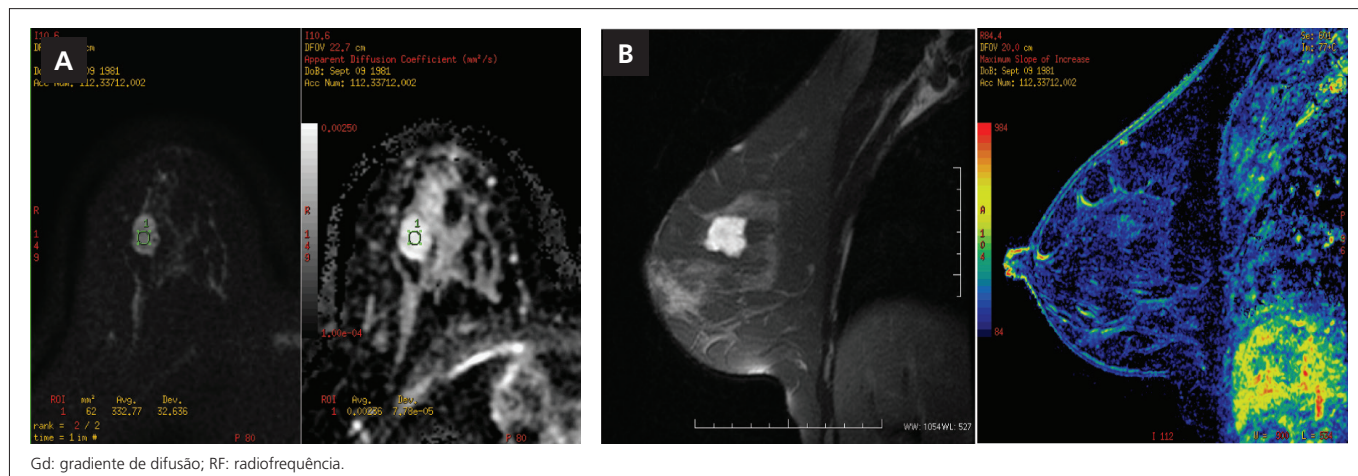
Diagnóstico de carcinoma mucinoso, lesão com possível interpretação de benignidade. (A) Ao lado esquerdo, a sequência de difusão com B=750; ao lado direito, o mapa coeficiente de difusão aparente com média de intensidade de sinal igual a $2,4 \times 10^{-3}$. (B) Ao lado esquerdo, imagem sagital T2; ao lado direito, o mapa perfusional. Imagens gentilmente cedidas pelo serviço de ressonância magnética da Clínica de Assistência à Mulher, Salvador (BA), Brasil.
